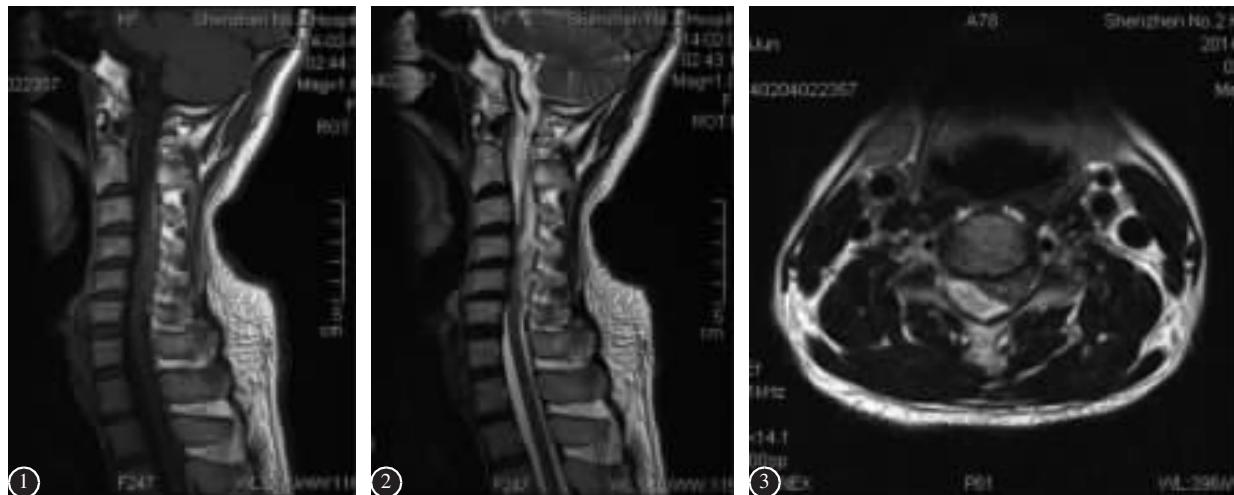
2 MRI 平扫示 C2~C6 椎管内硬膜外占位, 脊髓明显受压变形, T1WI 表现为等信号, T2WI 表现为多种信号区域伴有高信号 图 3 MRI 横断位示椎管右后方硬膜外占位, 与脊髓分界清除, 脊髓明显受压
